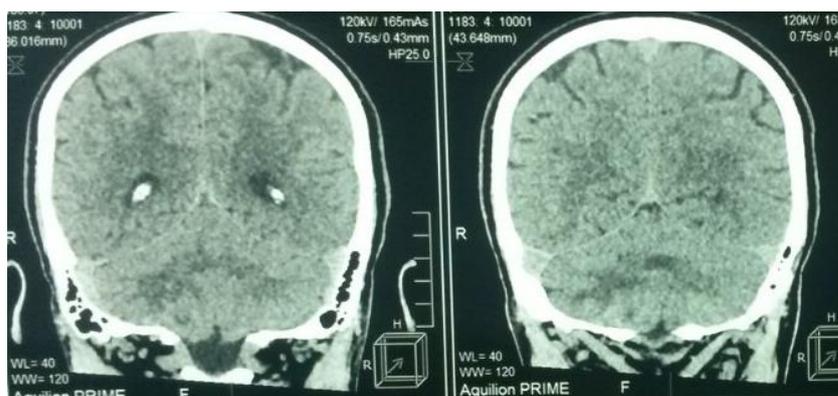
КТ головного мозга пострадавший М., 1949 г.р.
